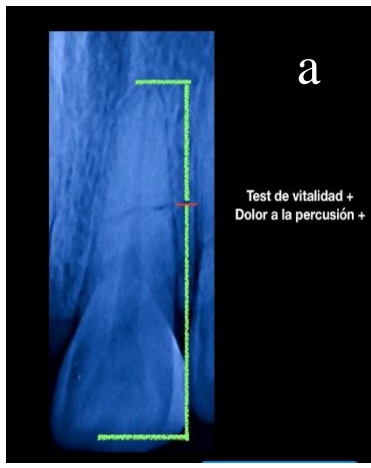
a) y b) Radiografía de fractura del tercio medio de la raíz
